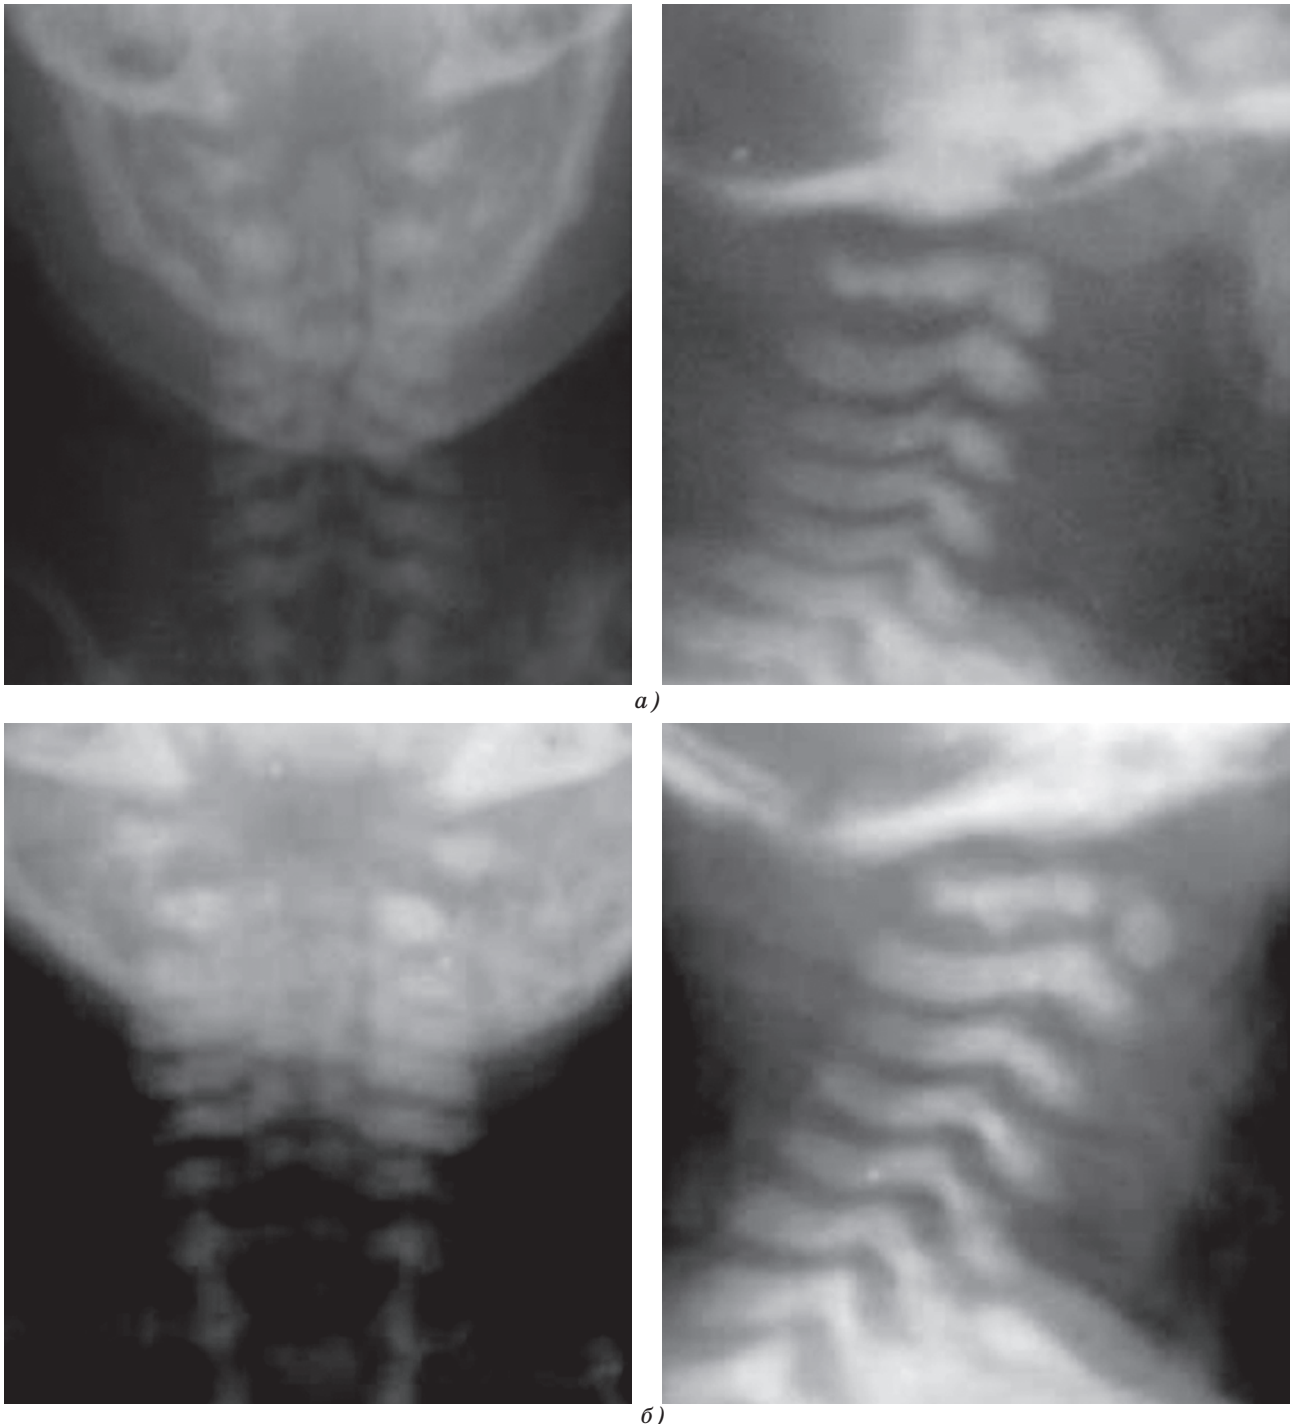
Рентгенограми шийного відділу хребта у прямій і бічній проекціях новонароджених (а) та дітей до 1 року (б)
